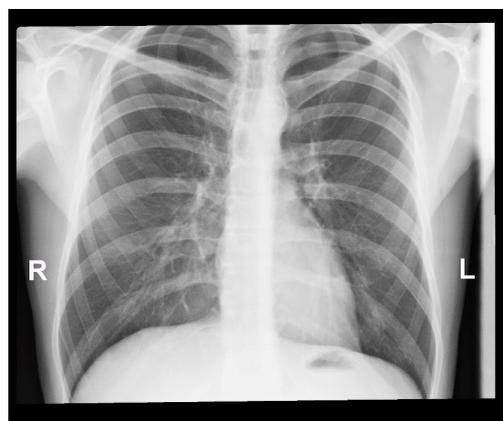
Рентгенограмма грудной клетки пациента нормостенического типа (прямая проекция).
